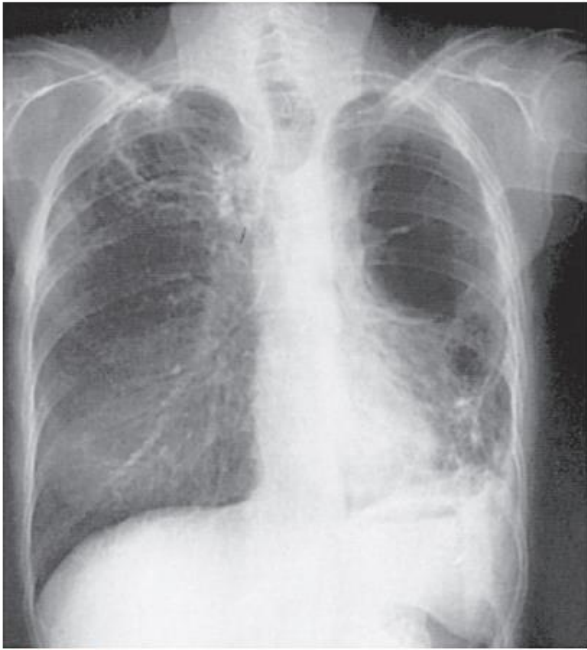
Chest roentgenogram demonstrating extensive bilateral cavitation due to sporotrichosis.
